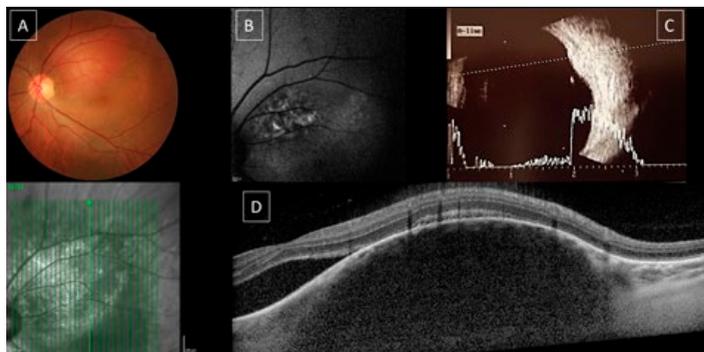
Hemangioma coróideu circunscrito. A – retinografia; B – autofluorescência do fundo ocular: hiperautofluorescência irregular; C – ecografia modo A: alta refletividade interna e modo B: lesão com acústica de massa sólida similar à da coróide normal circundante. D – tomografia de coerência ótica: superfície anterior hiperrefletiva e com baixa resolução do seu interior, com líquido subretiniano associado.
